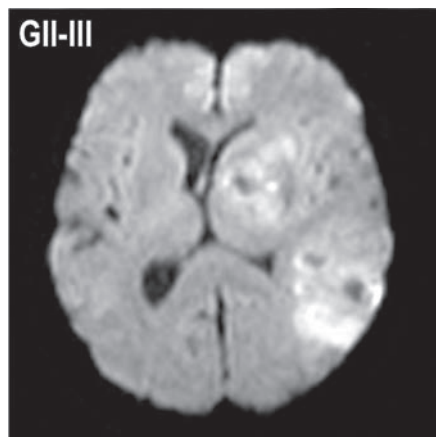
Участки повышения МР-сигнала на DWI в анапластической астроцитоме
